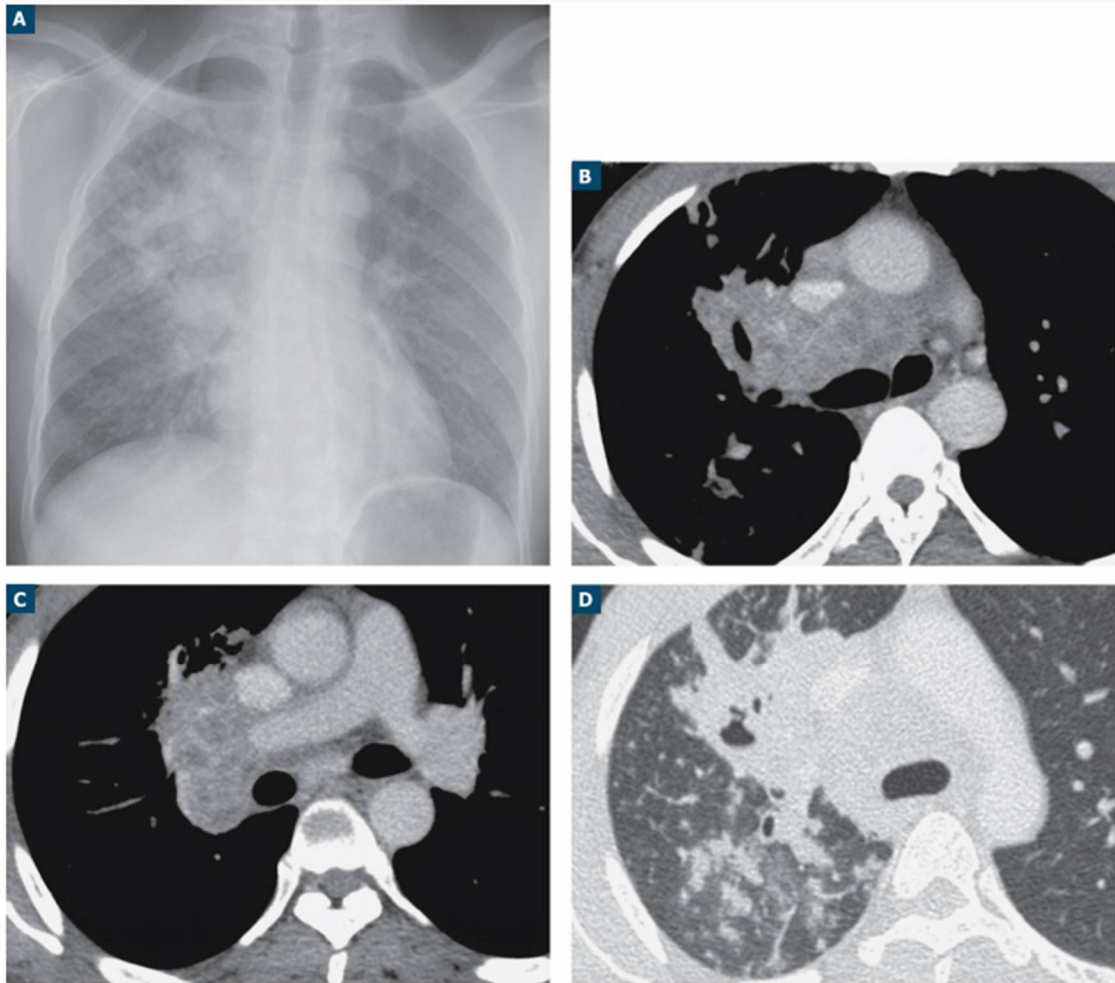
Radiographie thoracique (A) et coupes TDM en fenêtre médiastinale (B, C) et pulmonaire (D) après injection de produit de contraste montrant de multiples adénopathies médiastinales associées à des anomalies parenchymateuses homolatérales. En TDM, ces adénopathies ont un centre nécrotique. Noter également une cavitation au sein de la condensation pulmonaire ainsi qu'une sténose de la bronche ventrale du lobe supérieur droit [66].
